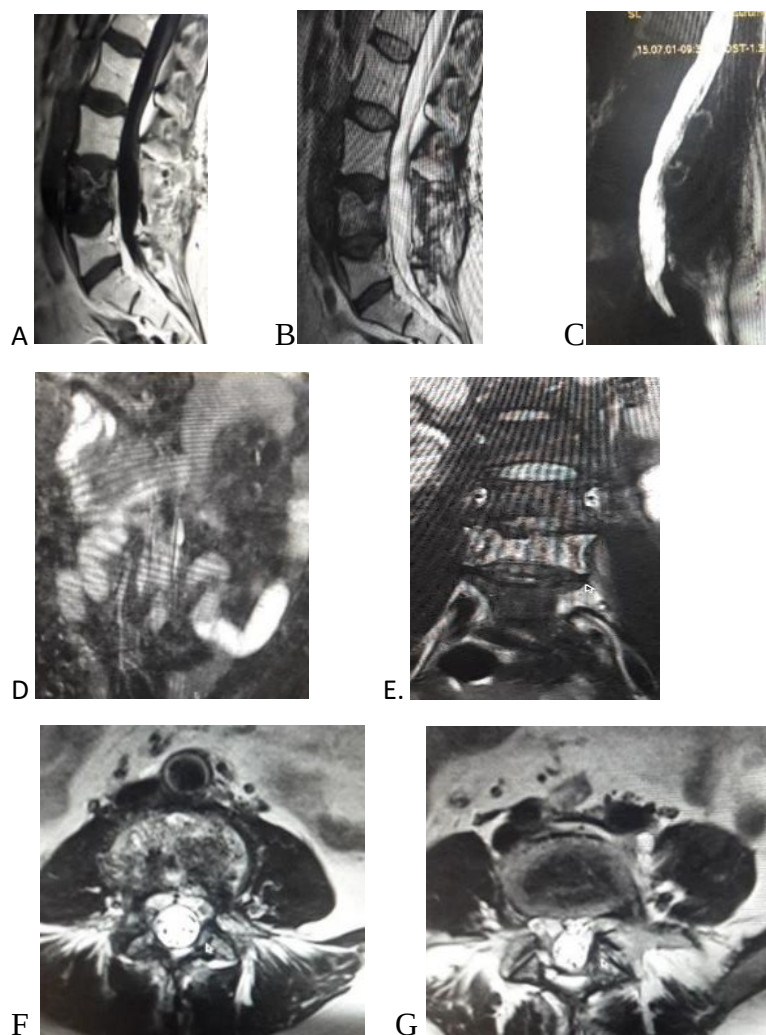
RMN lombară de control cu contrast A, B, C, D, E, F, G. A–secțiune sagitală T1; B secțiune sagitală lombară T2– lipsa recidivei de tumoare, corp vertebral L4 sclerozat; D, E – lipsa recidivei de tumoare în spațiul abdominal, paravertebral, retro peritoneal; F, G – imagini RMN ale secțiunii axiale– lipsa tumorii în canalul medular, cicatrice postoperatorie foraminal L4 dreapta;
